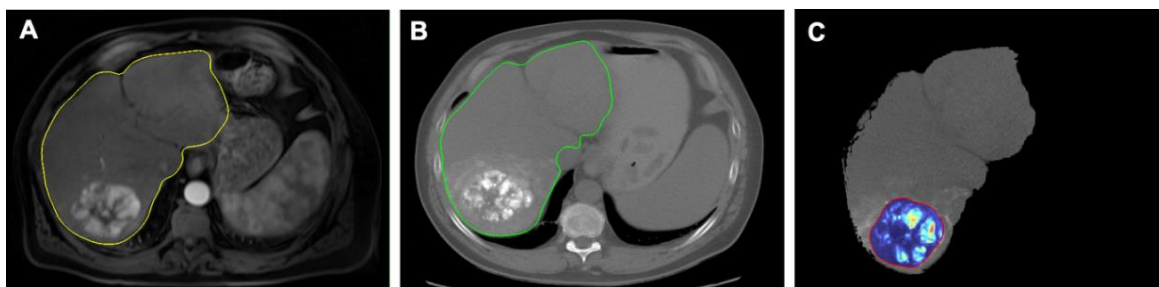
Quantifizierung der intratumoralen Lipiodoldeposition nach cTACE. A) Semiautomatische Segmentierung der Leber und des Tumors (vgl. Abbildung 4) auf KM-gestützten T1-gewichteten MRT-Aufnahmen vor cTACE. B) Semiautomatische Segmentierung der Leber auf der CT nach cTACE. C) Elastische Bildregistrierung von MRT und CT mittels Advanced Normalization Tools und software-basierte Errechnung der Lipiodoldeposition innerhalb des Tumors. Farbkodierte Darstellung der Lipiodoldichte. (Originalabbildung durch die Autorin)
